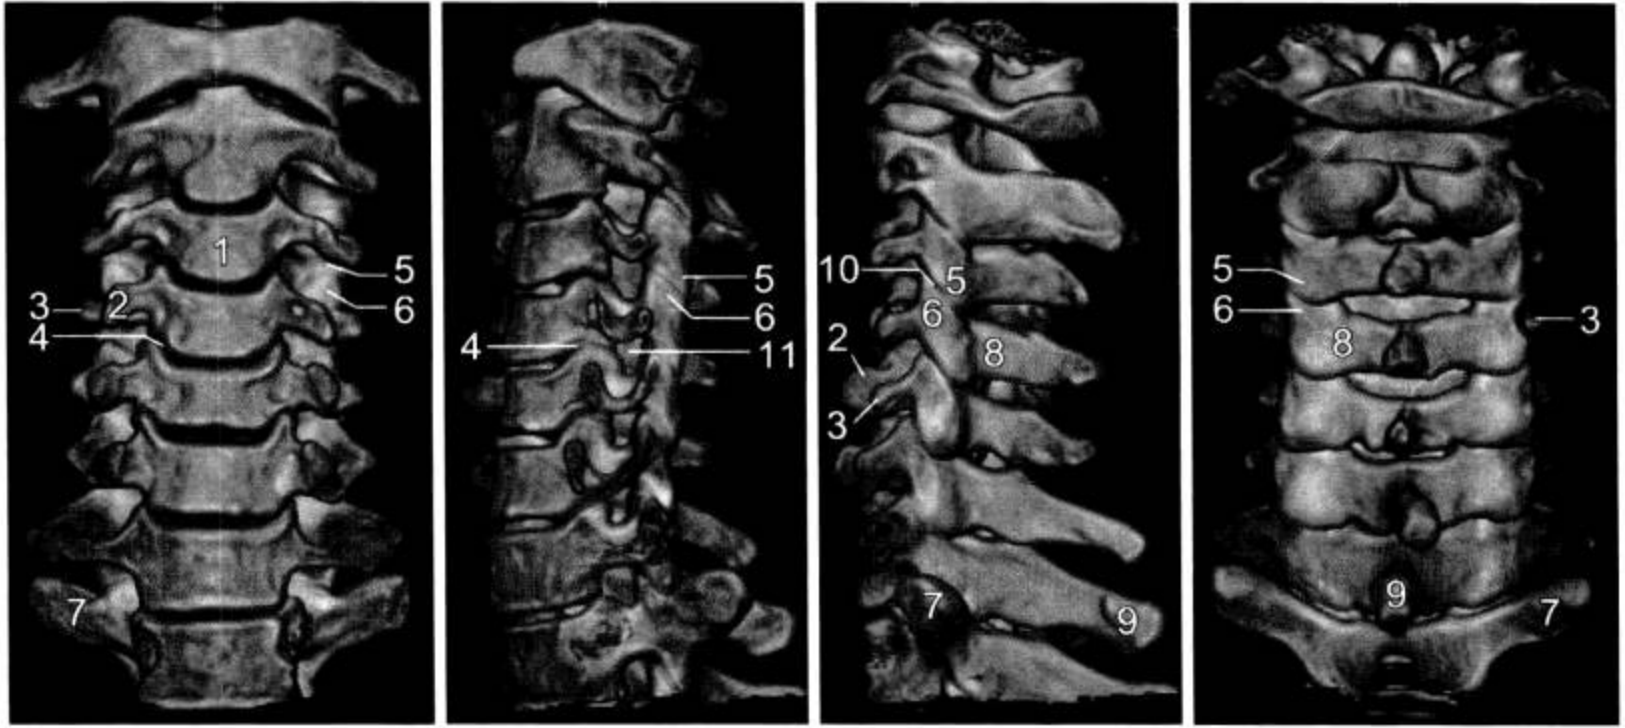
颈椎 CT 三维重组 (VR)
